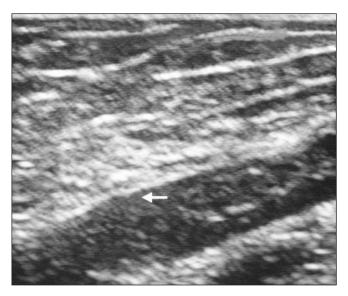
Echo-Doppler d'une TVP fémorale superficielle avec thrombus mobile.
